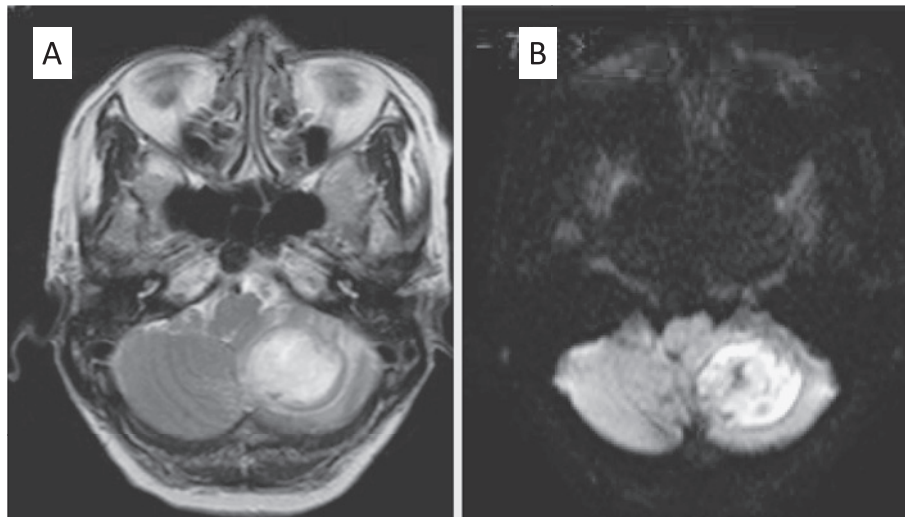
Magnetic resonance imaging (MRI) of the brain shows a mass in the left cerebellum. The lesion revealed high signal intensity on T2-weighted imaging (A), and high signal intensity around an area of low signal intensity on diffusion-weighted imaging (B).
